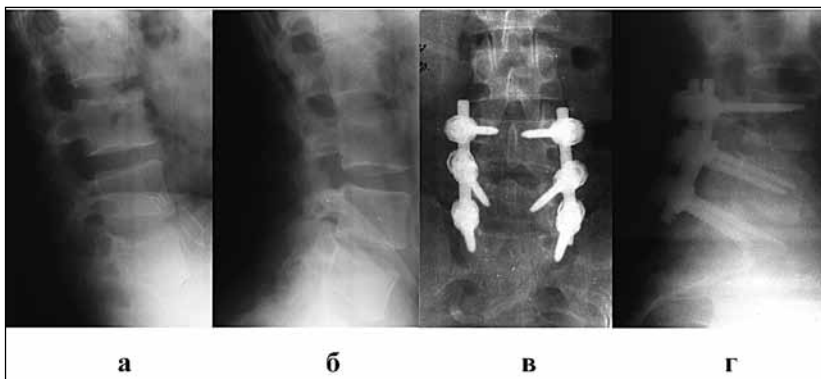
Фотовідбитки рентгенограм після первинного втручання (а, б) і після повторного оперативного втручання на рівнях L4-5 та L5-S1 (в, г).
